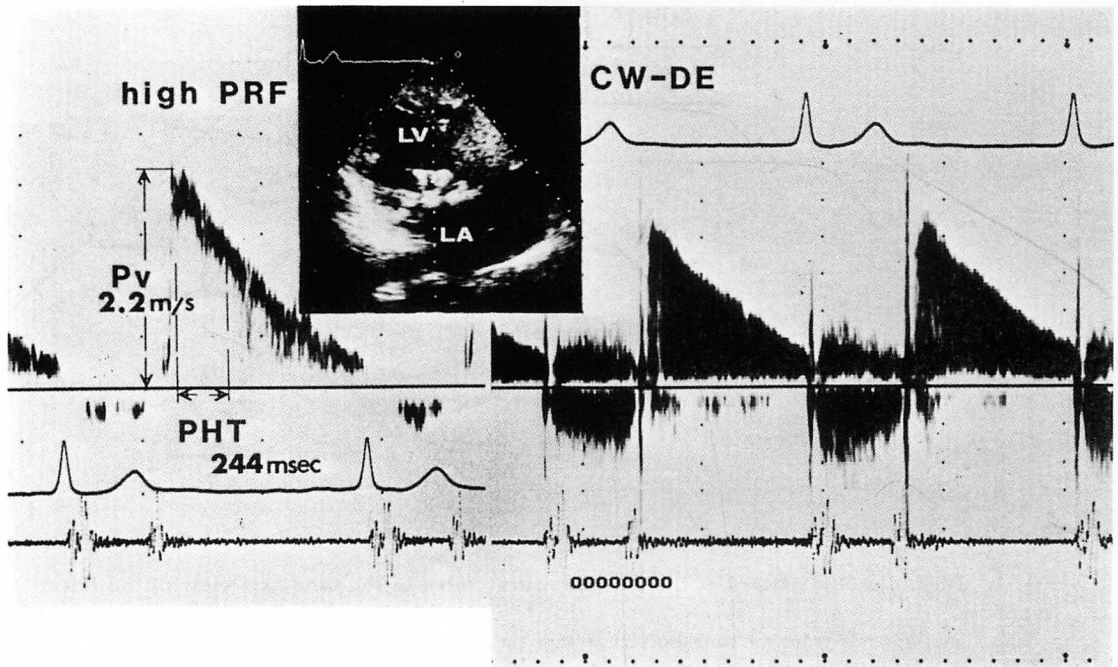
Apical long-axis view of the left ventricle and pulsed Doppler (high PRF) and continuous wave (CW) Doppler recordings of a patient with transvalvular leakage (same patient as in Fig. 1).
